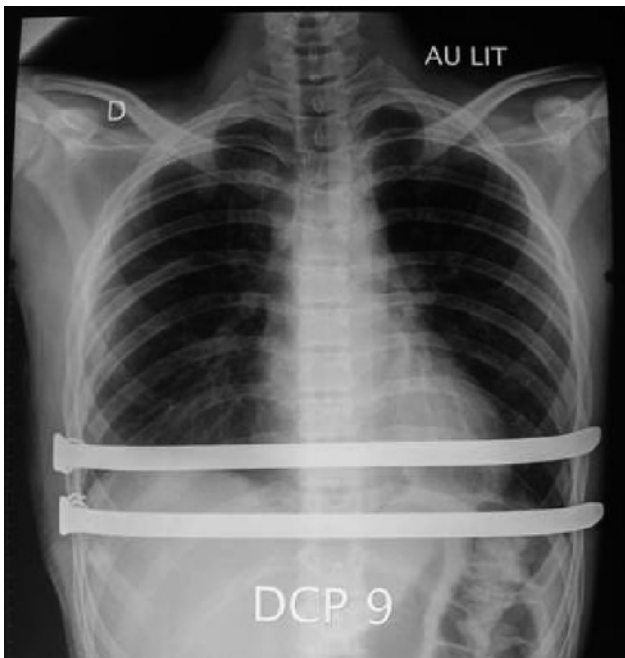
Radiographie thoracique après mise en place de deux plaques dans les formes majeures de l'adolescent.
